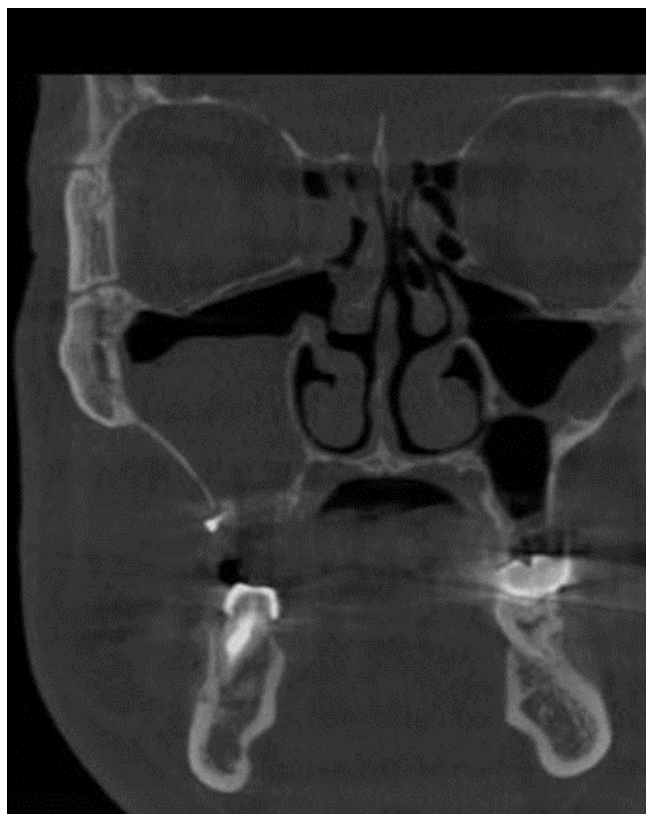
КТ контроль после эндоскопической санации
